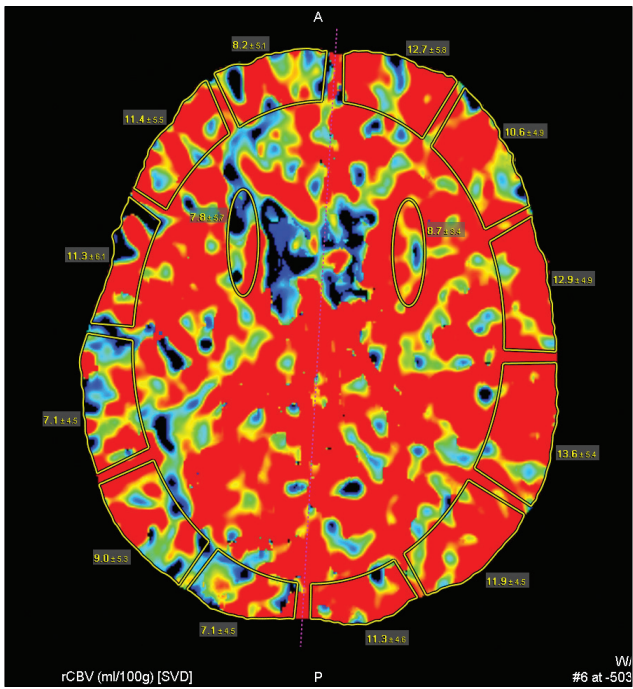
КТ-перфузиография головного мозга — CBV-карта (Cerebral blood volume): значительное повышение объема кровотока во всех ROI
